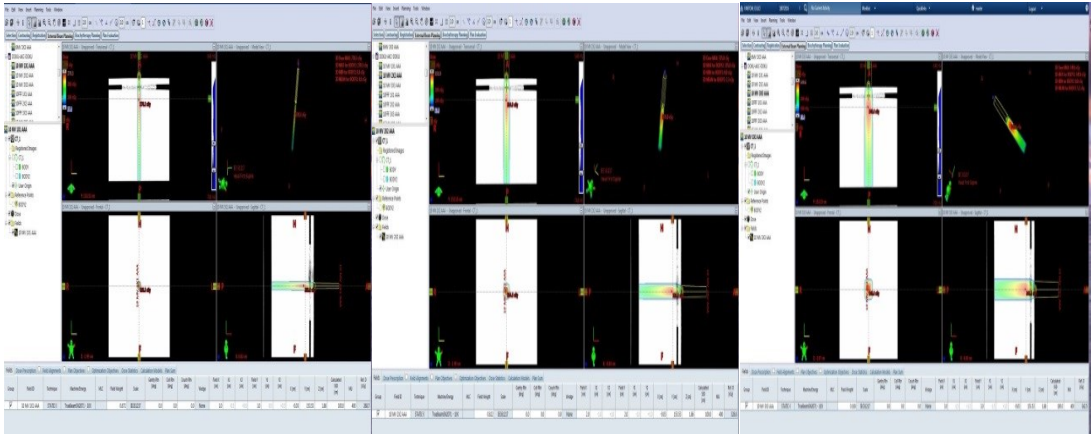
Akciğer fantom(Blok mantar)-Kemik fantom-Akciğer fantom (Blok mantar)-Doku fantom TPS'e yüklenen BT dataları
